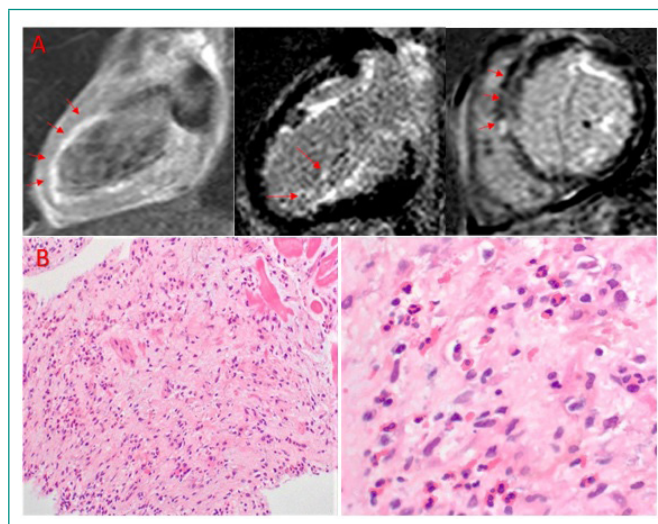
A) RM cardíaca que muestra un realce tardío difuso intramiocárdico, subendocárdico y en músculos papilares, compatible con miocarditis. B) Biopsia endomiocárdica en la que se aprecia una arquitectura distorsionada con actividad inflamatoria eosinofílica abundante y focos de daño miocitario, sugerente de miocarditis eosinofílica.
